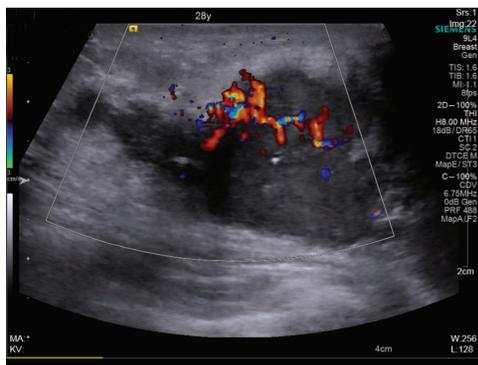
Ultrasound images of breast cancer
